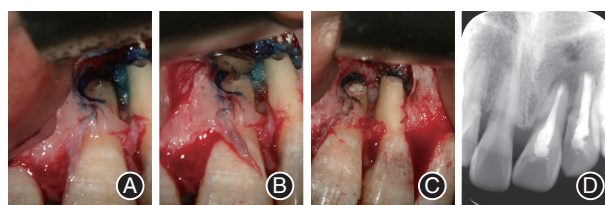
左上前牙根尖脓肿术后根面暴露患者21-22牙显微根尖外科手术中照 A:21牙近中侧枝根管;B:21牙颊舌侧双根管;C:21-22牙根尖倒充填;D:21-22牙根尖X线片。
